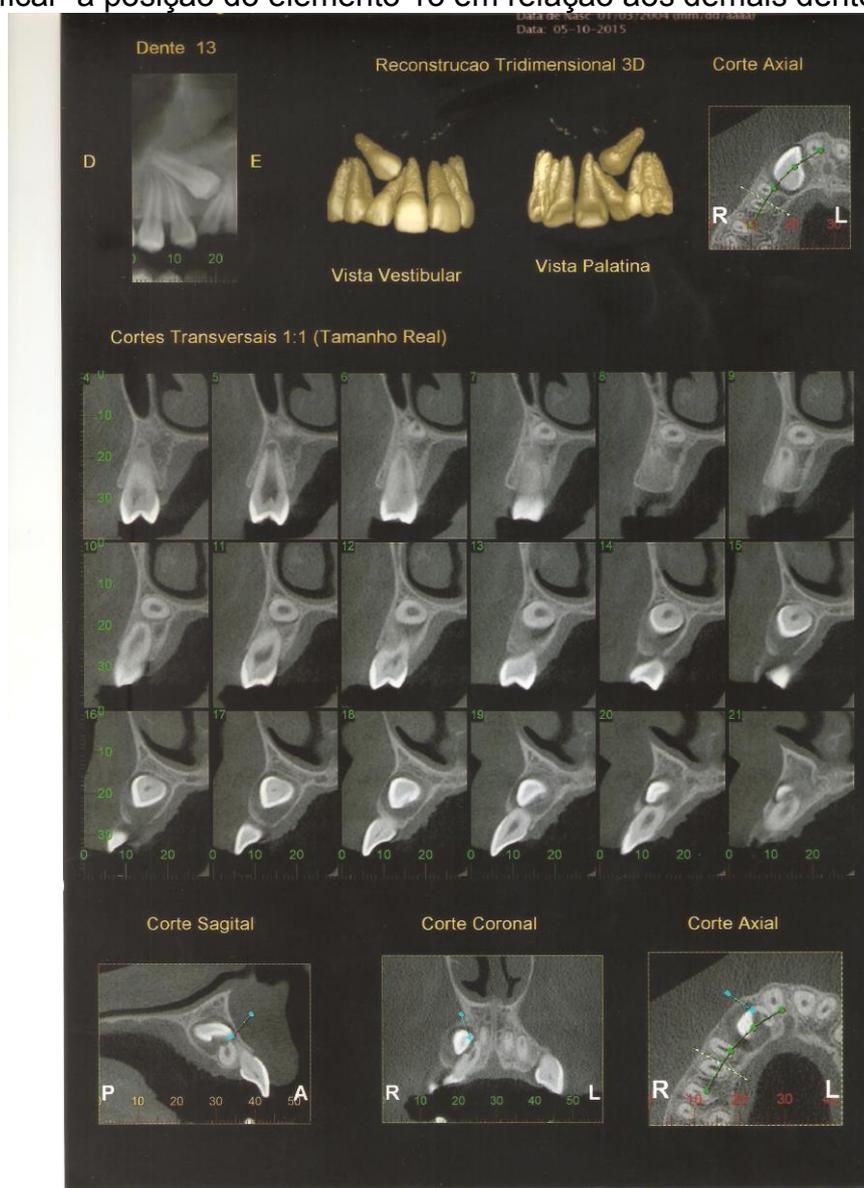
Tomografia. Fonte: os autores.
